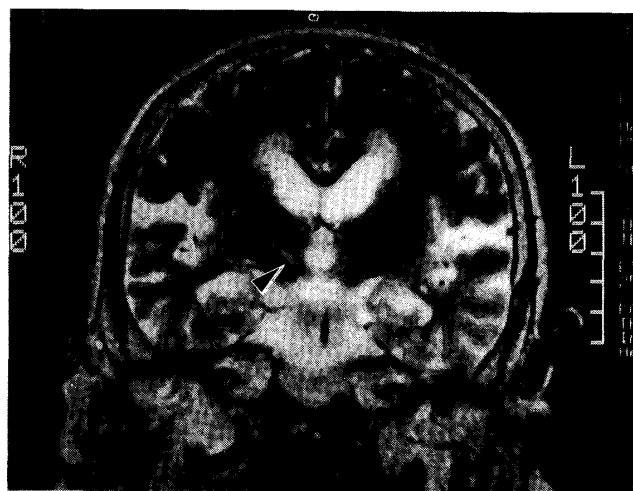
発症3日目の頭部MRI, T2強調画像(前額面)を示す。右視床下核に一致した線状の高輝度領域を認めた(矢印)。
